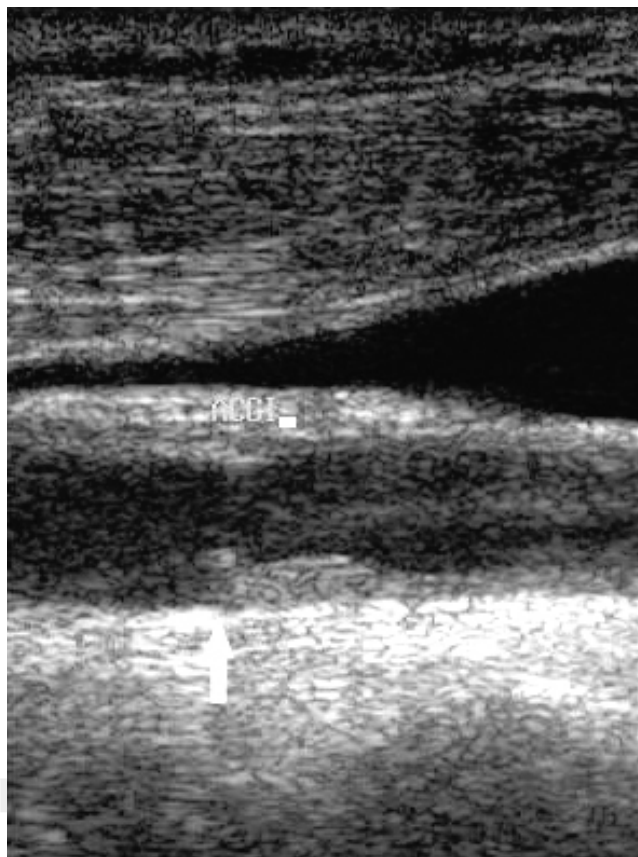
Doppler dúplex carotídeo modo B longitudinal. La flecha señala el sitio de inicio de la endarterectomía.
